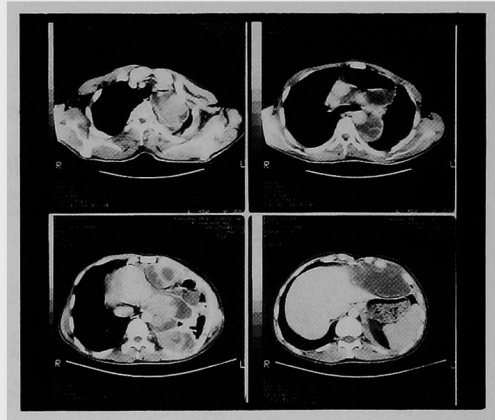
昭和63年5月 造影CT 肺尖部から肺底部にかけ low density area と high density area の混在する腫瘍を認める。
